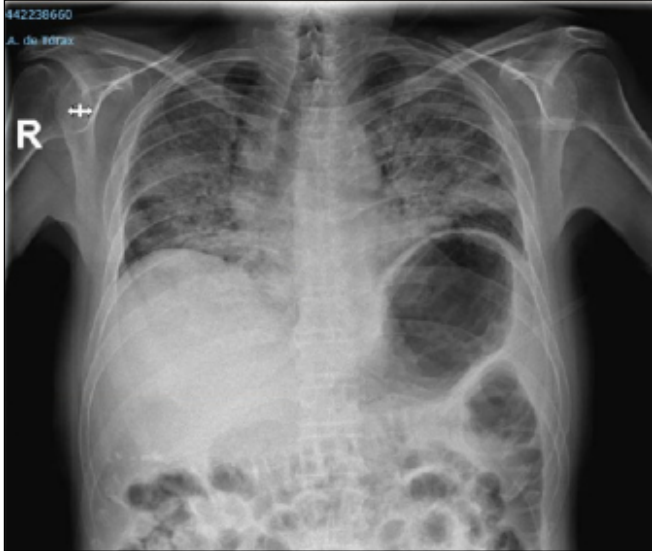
Radiografía anteroposterior de tórax en paciente con neumonitis inmunomediada.
